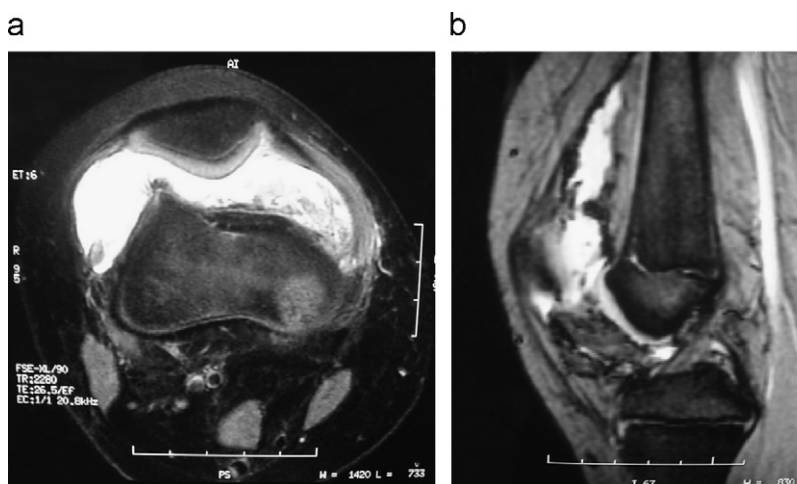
Resonancia magnética en secuencia T2. a) corte axial. b) corte sagital.
